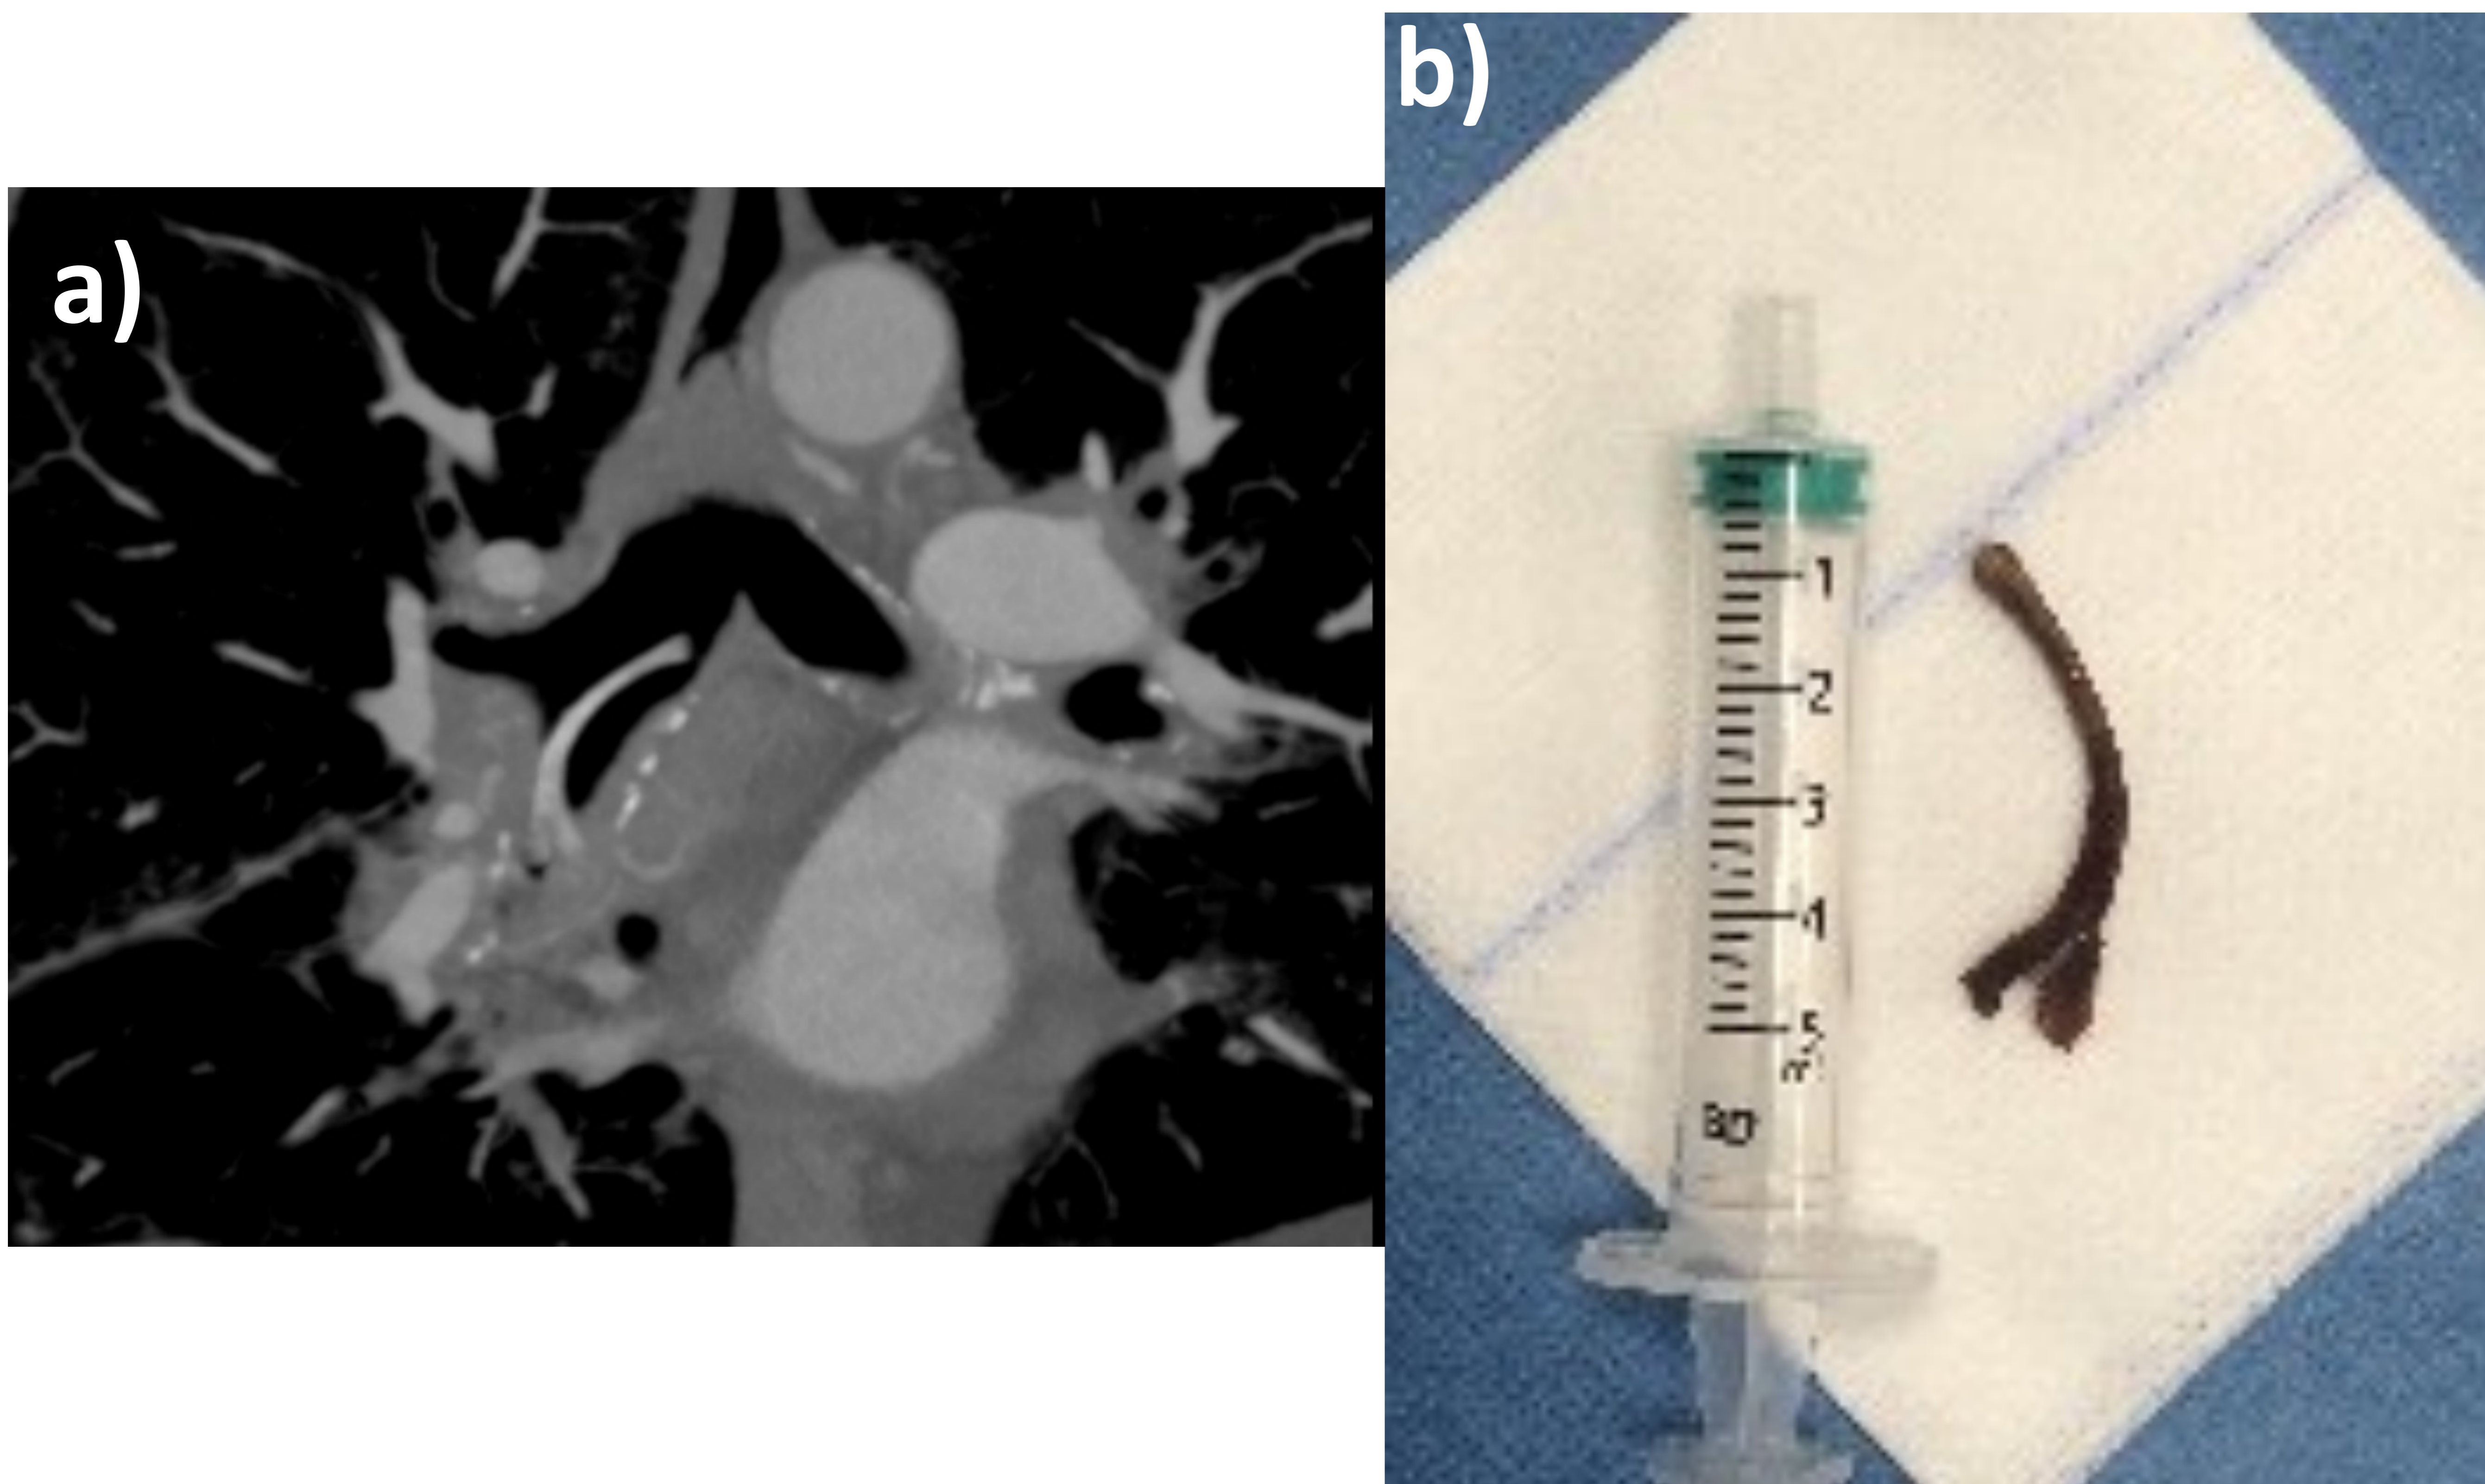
TC de tórax con contraste intravenoso, corte coronal (a), donde se observa un cuerpo extraño lineal hiperdenso, bifurcado en su parte distal que se localiza en bronquio principal derecho y bronquio intermediario y asocia engrosamiento mucoso/tejido de granulación del bronquio intermediario. Correlación con la pieza extraída en la broncoscopia flexible (b) que resultó ser una costilla de conejo.
